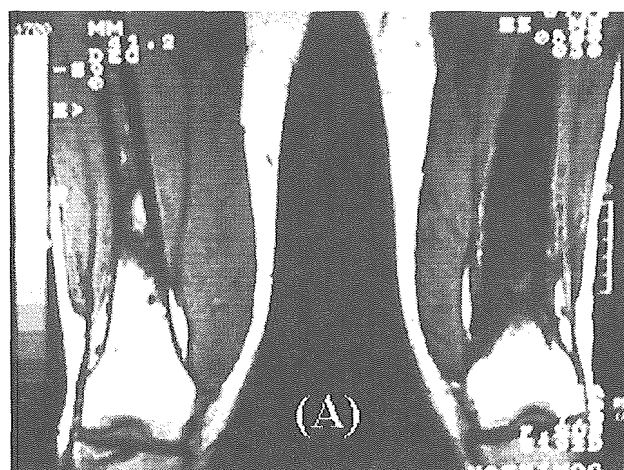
Magnetic resonance images of the distal thighs obtained at the age of 42 years. A T1-weighted coronal image showing an intramedullary lesion of low signal intensity. B T2-weighted coronal image showing a lesion of high signal intensity on bilateral femora
